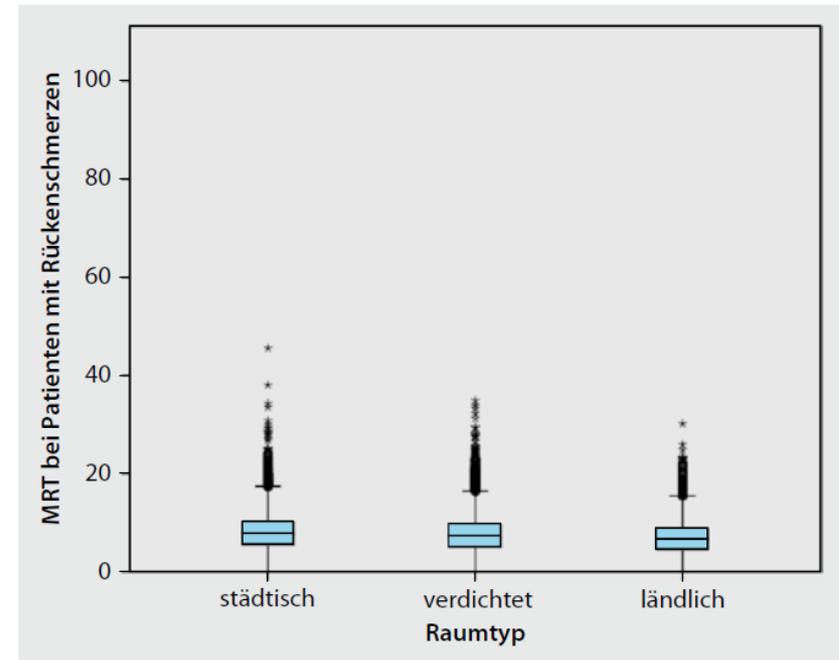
▲ Anteil der Patienten mit MRT-Untersuchung der Wirbelsäule an allen Patienten mit Rückenschmerzen einer VG nach 3 Raumtypen. (Quelle: eigene Berechnungen auf Basis der bundesweiten Abrechnungsdaten des Jahres 2010)
